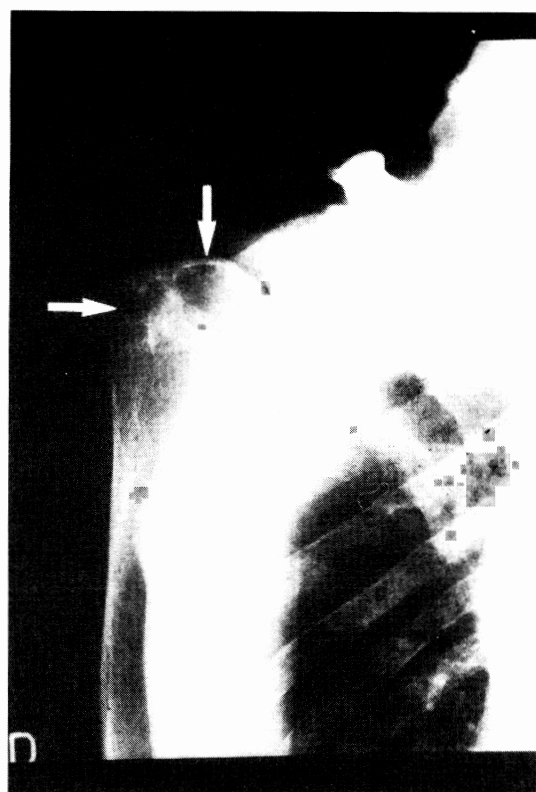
上腕骨頭部のX線写真上の嚢胞性病変（矢印部）。
